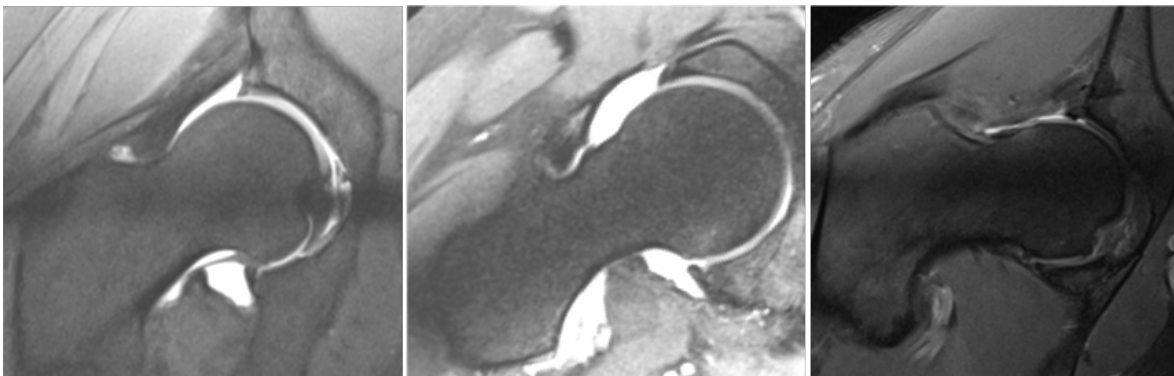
Imagem de RMN T1 “turbo spin echo” (TSE) dos casos sem deformidade *cam* identificável na RMN radial e do caso após correção cirúrgica. Na anca da esquerda (controle 1), o maior ângulo alfa medido foi na região ântero-superior e foi de 40°. Na anca do meio (controle 2), existe uma ligeira protusão na região inferior do colo, secundária a uma reação cortical óssea de conflito com a margem acetabular. O maior ângulo alfa de 45° foi medido na região ântero-superior. Na anca da direita (caso 1 após cirurgia), observamos a regularização da deformidade *cam* existente antes da cirurgia. O maior ângulo alfa de 40° foi medido na região ântero-superior.
